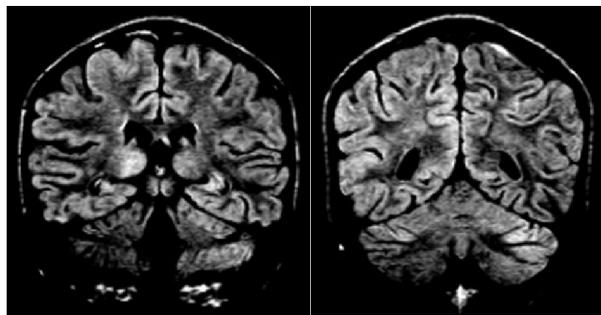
Cortes coronales en secuencia FLAIR. Se observan señales corticales hiperintensas en FLAIR en cara superior de ambos hemisferios cerebelosos a predominio izquierdo, corteza parieto-occipital derecha y región tálamo pulvinaria derecha (caso N° 1).
